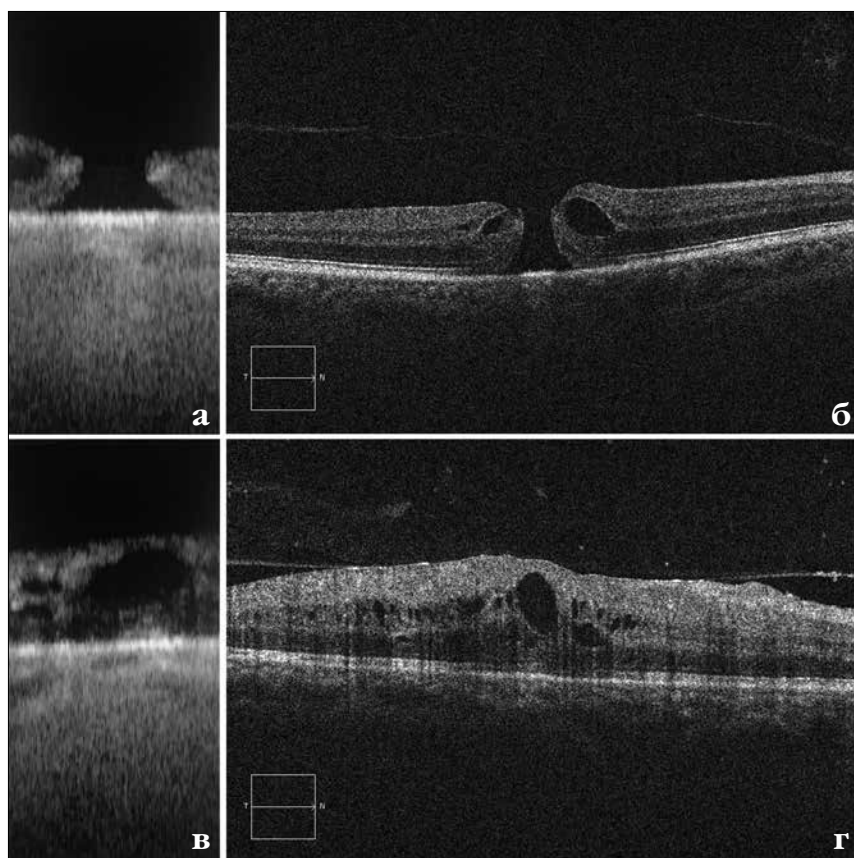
Сканы IOLMaster 700 (а, в) и оптического когерентного томографа (б, г) на глазах с макулярным разрывом (верхний ряд) и диабетическим макулярным отеком (нижний ряд)
